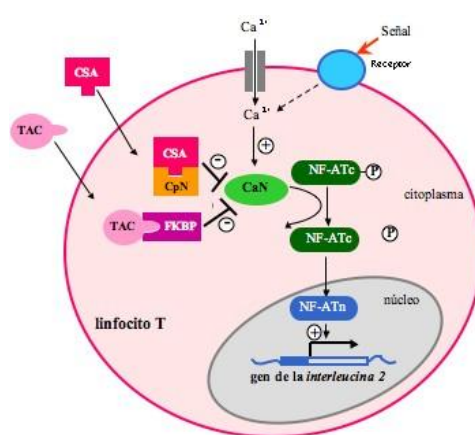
Actividad de la Ciclosporina (CsA) y Tacrolimus (TAC) sobre los Linfocitos T<sup>(14)</sup>.
